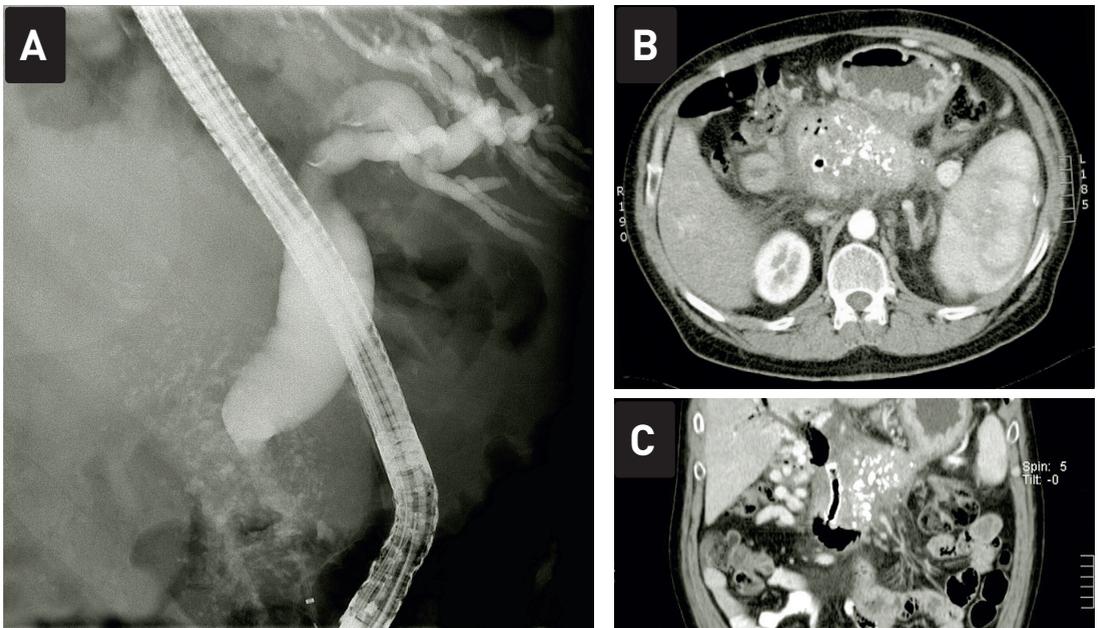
Patient mit chronischer Pankreatitis und Verkalkungen im Pankreaskopf, die zu einem Aufstau des Hauptgallenganges geführt haben (ERCP mit Kontrastmittel im Gallengang in Teil A). In Teil B und C ist die Computertomographie desselben Patienten dargestellt und zeigt deutlich die Metallgitterprothese, die zur Wiedereröffnung in den Gallengang eingelegt wurde
